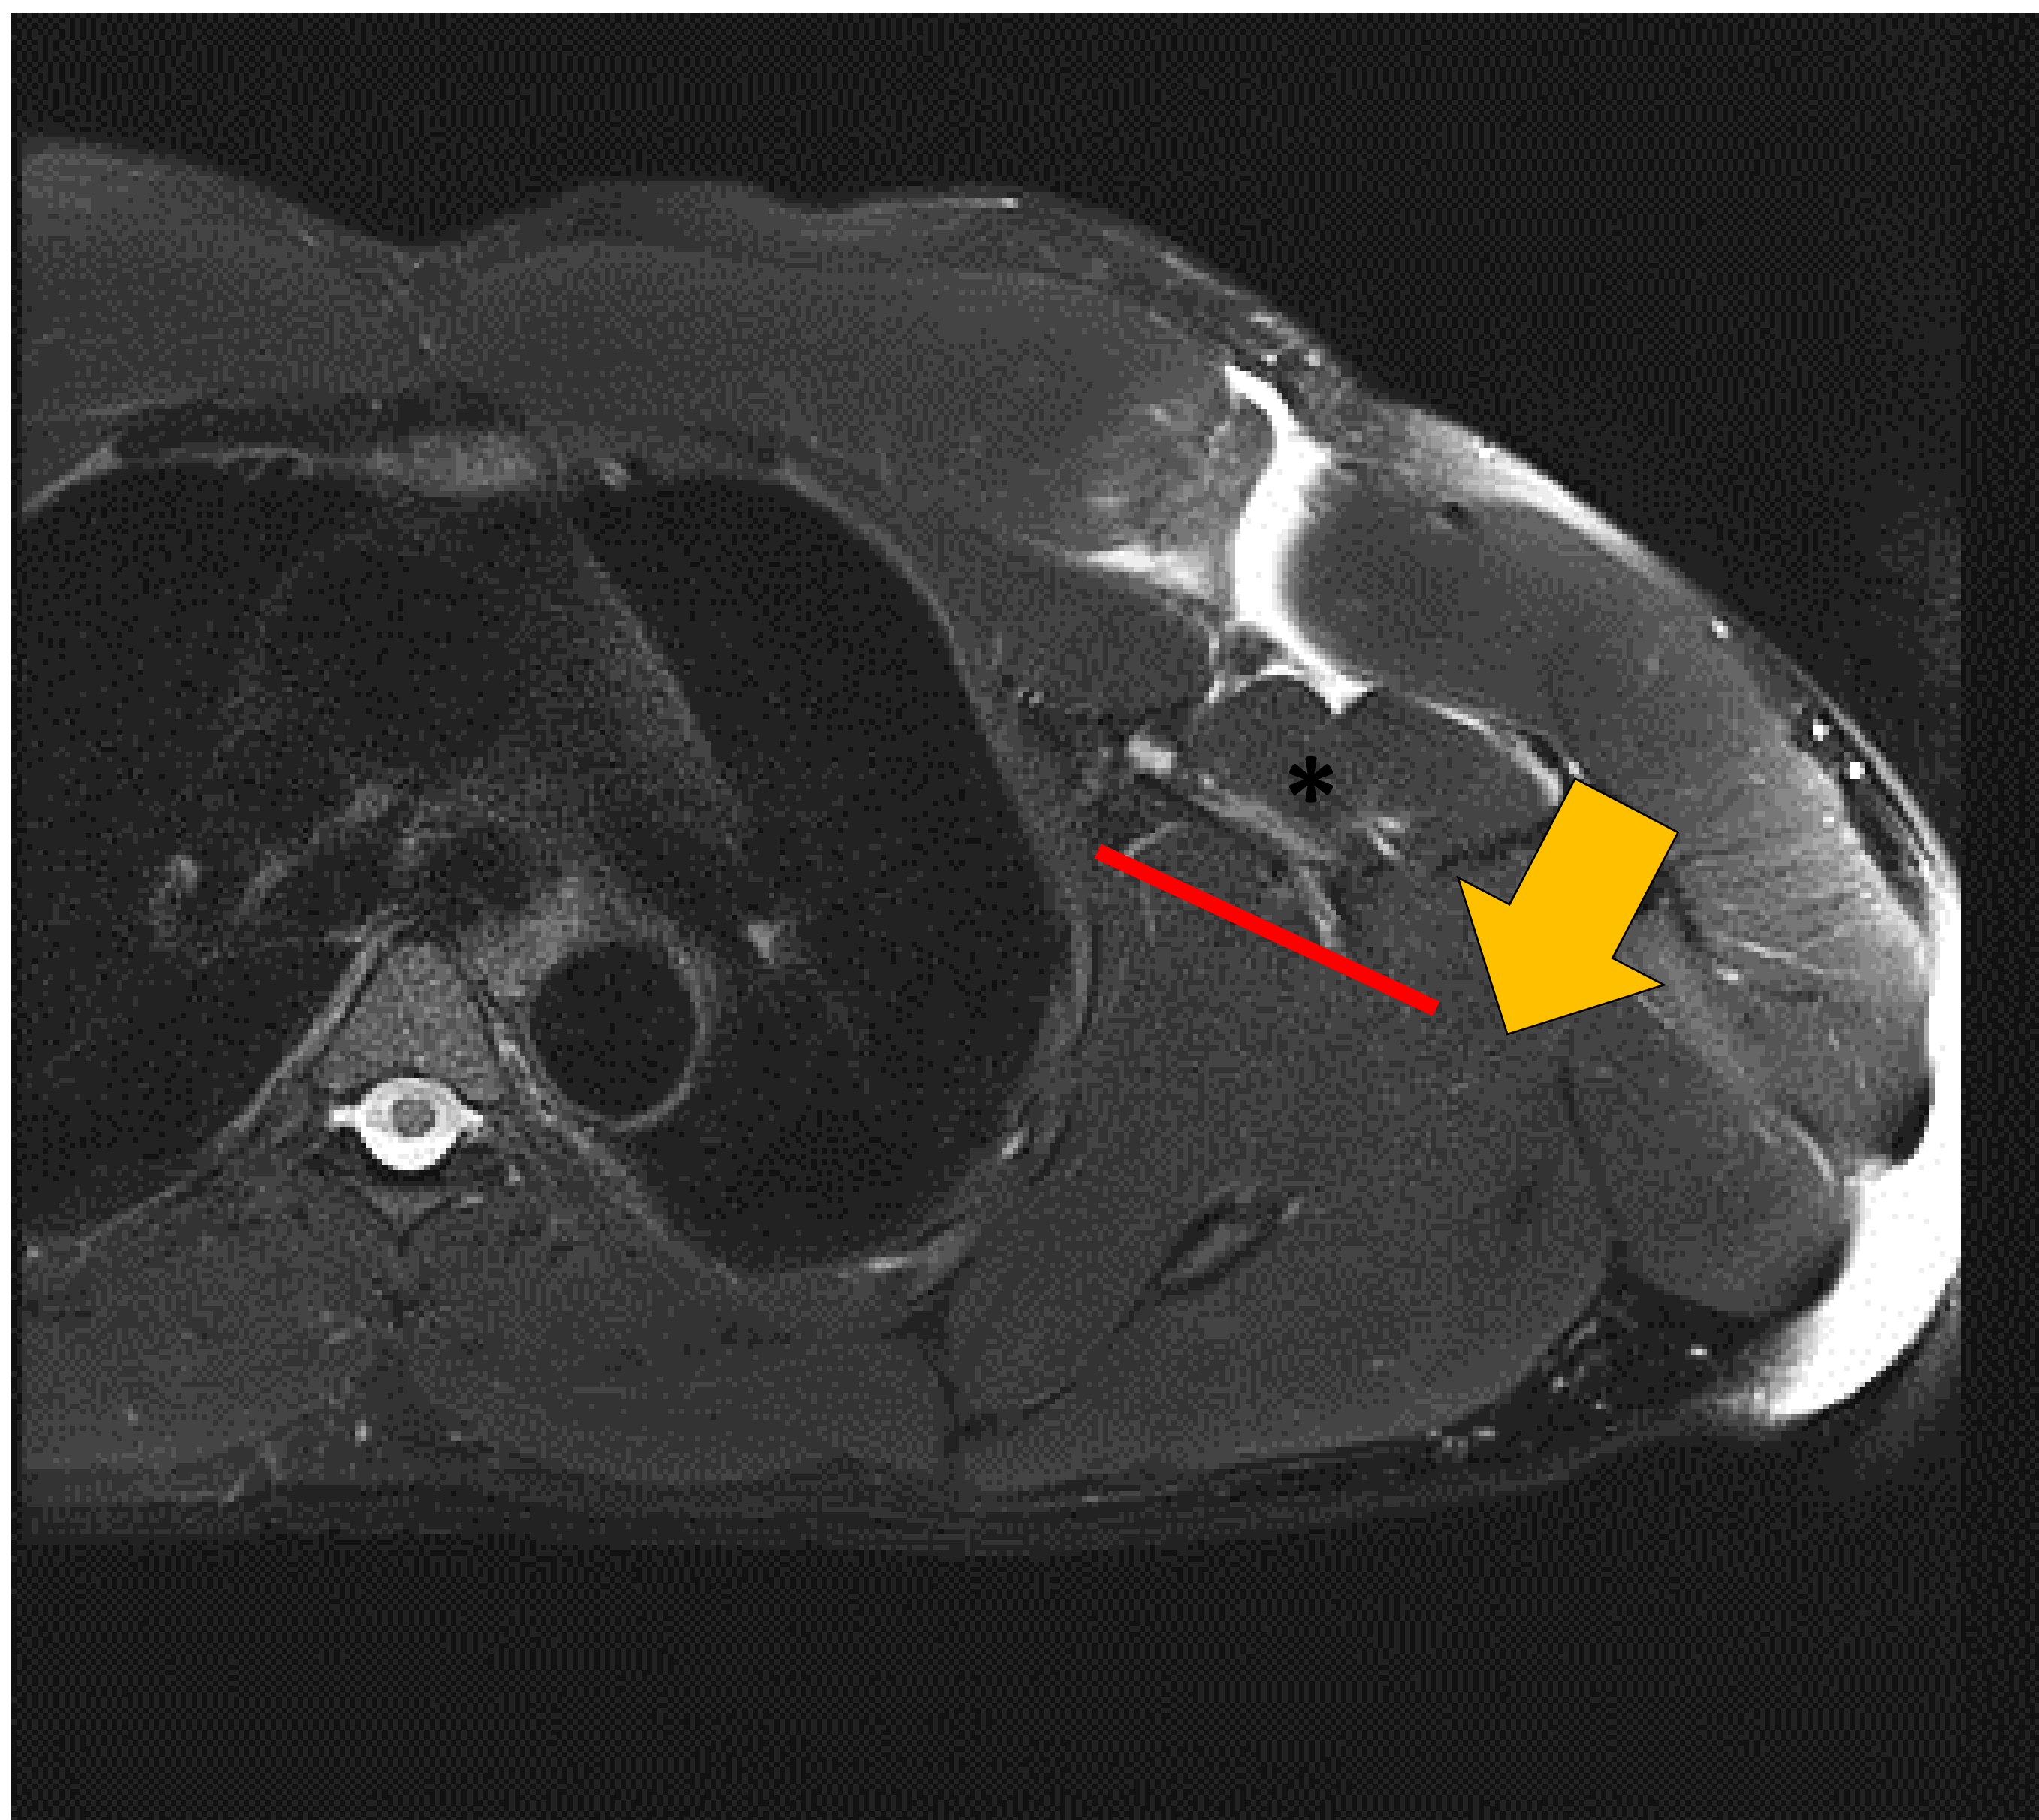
RM con secuencia en T2 con supresión de grasa que muestra un desgarró completo del tendón pectoral mayor izquierdo en la unión miotendinosa, con retracción de aproximadamente 5 cm (línea roja). Hematoma intramuscular asociado (asterisco negro). El tendón pectoral mayor es normal en su inserción humeral (flecha naranja). Case courtesy of Tim Luijkx, Radiopaedia.org, rID: 36975
